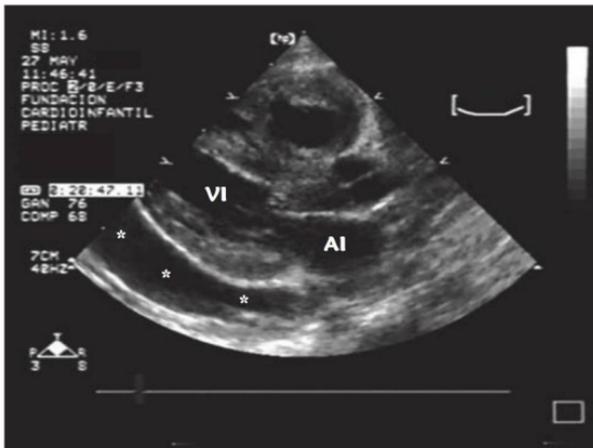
Ecocardiograma que muestra un eje largo, donde se ve una aurícula izquierda (AI), relativamente pequeña y rechazada, con un ventrículo izquierdo (VI), de tamaño normal, con un derrame pericárdico importante en la pared posterior (\*), que tiende a comprimir el corazón y generar signos iniciales de taponamiento.
